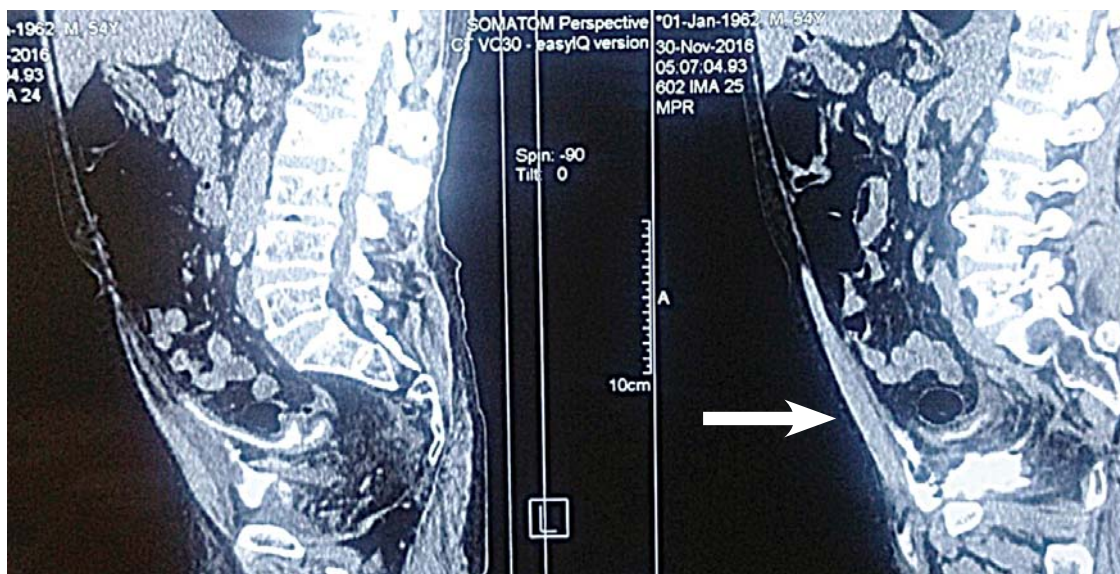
КТ-цистограмма: внебрюшинный разрыв мочевого пузыря, паравезикальный затек.
